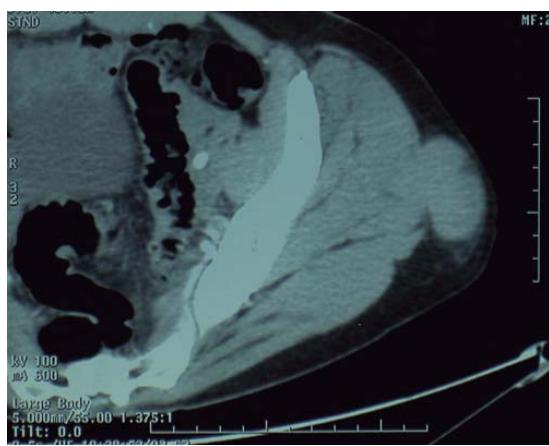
Tomografía computada, corte axial a nivel pélvico, mostrando lesión ocupativa dependiente del músculo glúteo medio izquierdo, isodensa, de contornos bien definidos, con diámetros de 4.7×3.8 cm. Histológicamente, correspondió a un sarcoma fibromixoide de bajo grado en una paciente femenina de 49 años.
